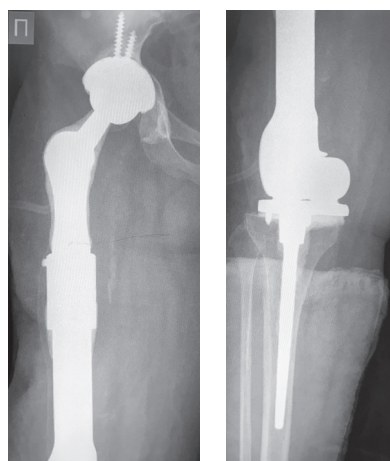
Рентгенограммы правой нижней конечности. Установлен спейсер на основе имплантата «тотальное бедро» с цементированием большеберцовой ножки и бесцементной чашкой
